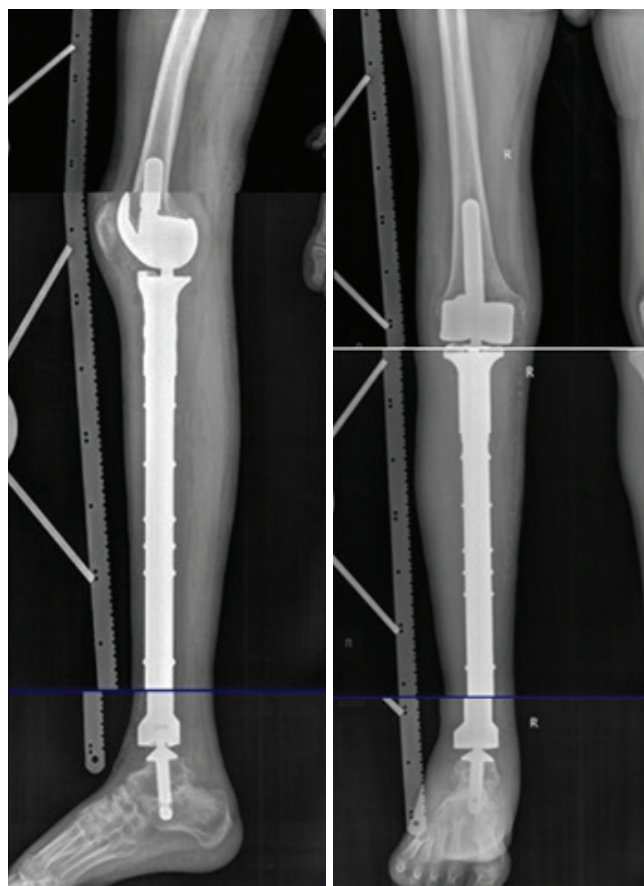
Рентгенограмма после операции
